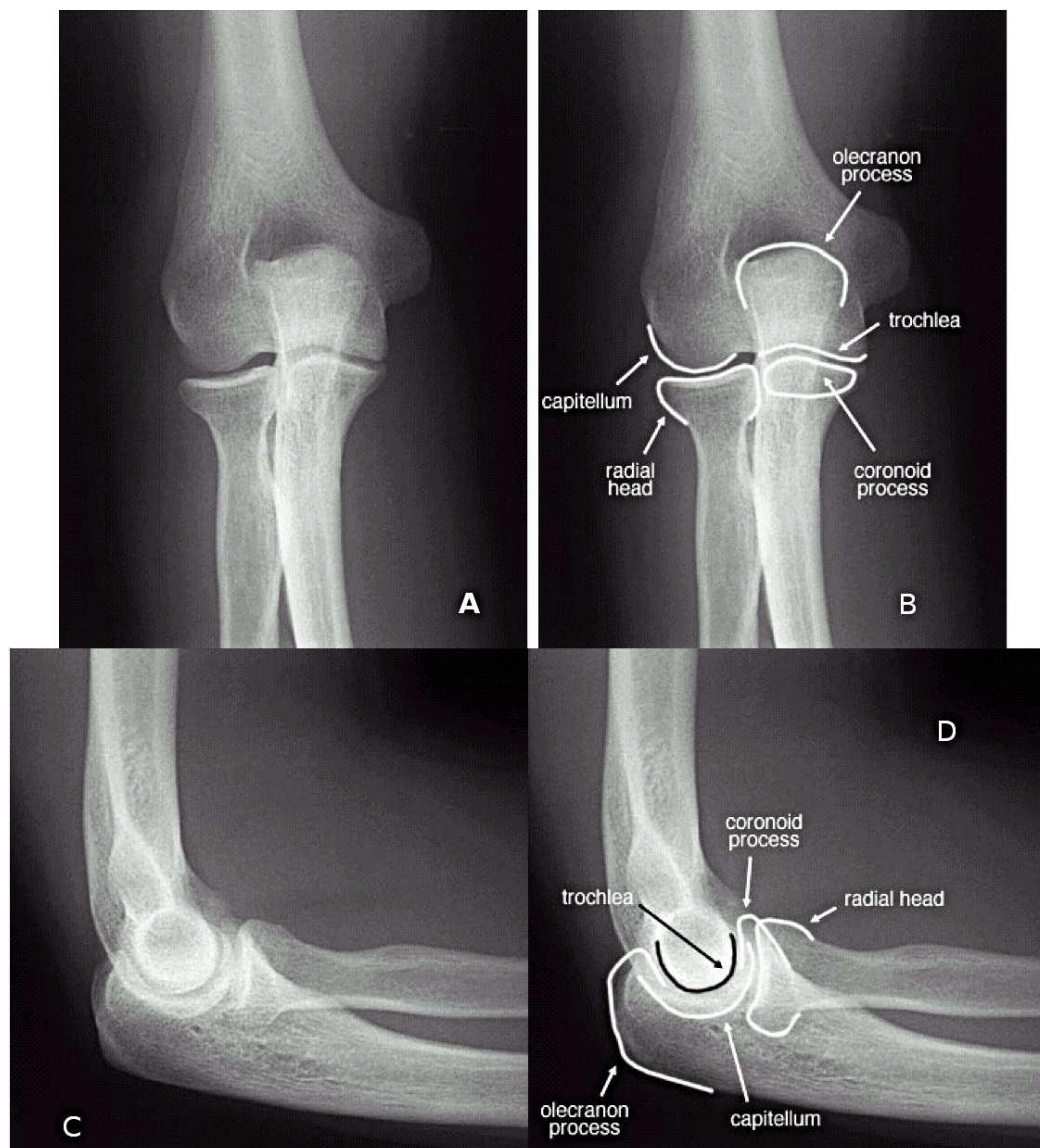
Radiographie standard du coude de face et de profil – Radiographies normales [29]
